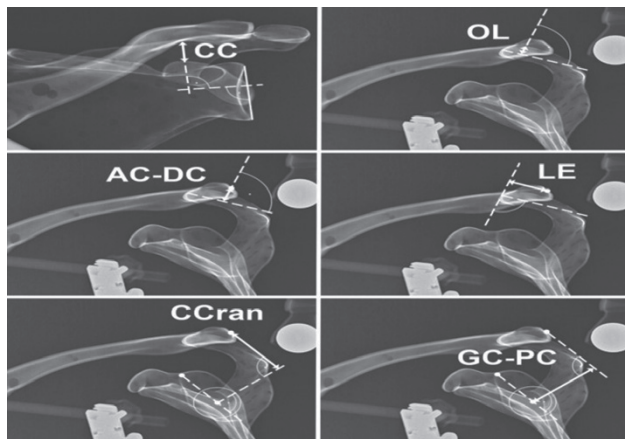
Сучасні параметри рентгенографічного аналізу в бічній проекції Alexander за Matthias A. Zumstein та співавторами (2018), де:
